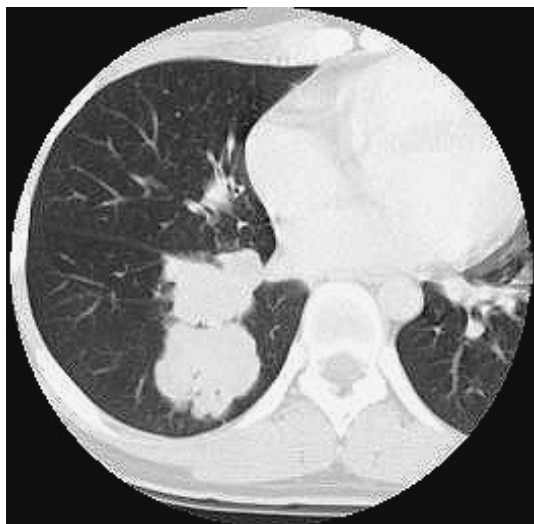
Chest CT shows a mass in the right S<sup>6</sup>.
